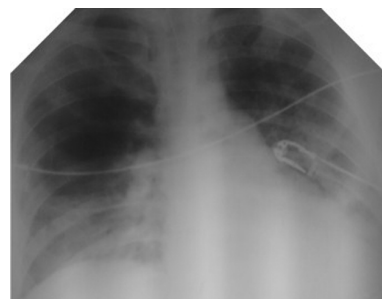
Оглядова рентгенограма пацієнта Ш. 11 доба лікування.
